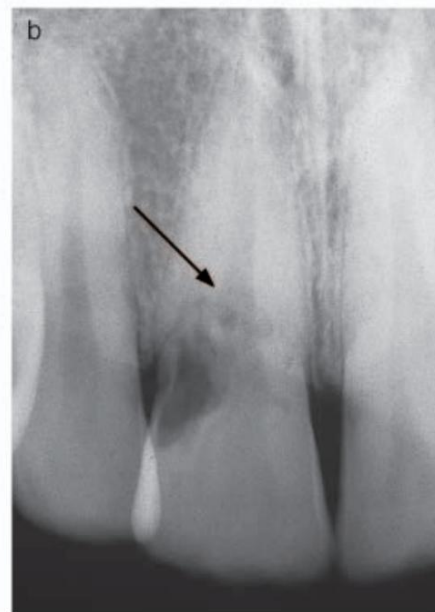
(a) 24歳男性の上顎右中切歯には、ピンクがかった変色と、遠位歯肉縁付近にわずかな空洞が見られます。(b) 上顎右中切歯のX線透過性検査では、歯の遠位面に不規則な「虫食い」X線透過性があり、根管の輪郭から歯根まで広がっています(矢印)。浸潤性子宮頸部吸収病変はクラス3に分類されます。
